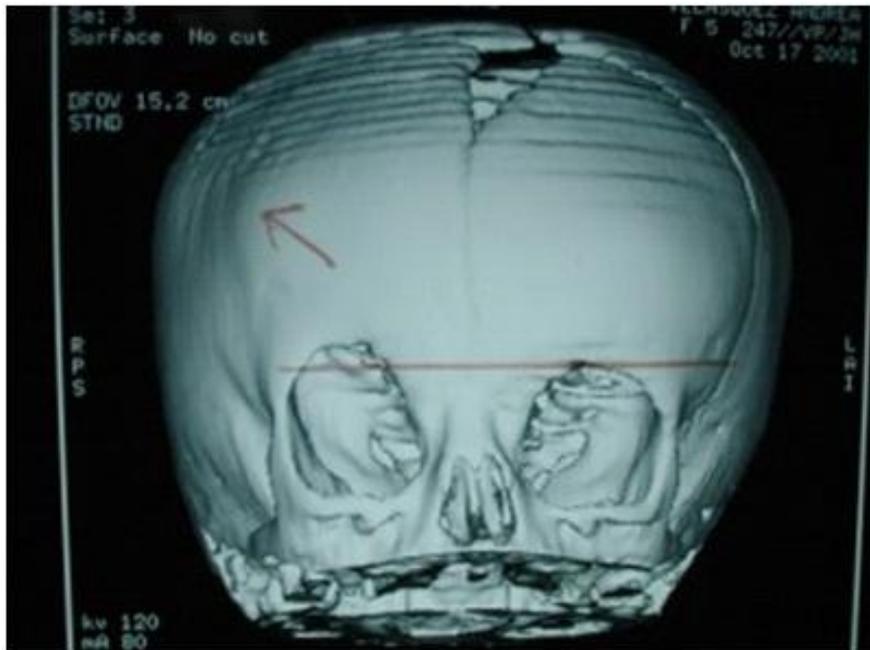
TC craneal con reconstrucción tridimensional de TC. La raya horizontal roja evidencia claramente la asimetría de ambas órbitas con desviación de la derecha (flecha roja) producto del aplanamiento frontal y consecuencia de la sinostosis.
